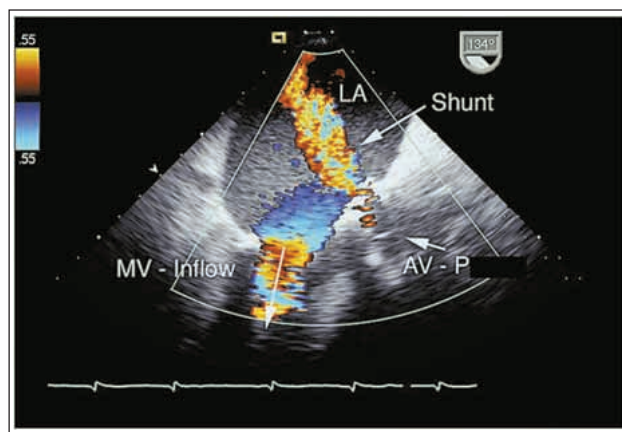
TEE (lange Achse durch die Aortenklappe/Farbdoppler): Auch während der Diastole (Zeitgleich mit dem Mitralklappeneinstrom = MV-Inflow) ist ein Shunt erkennbar (LA = linker Vorhof, AV-P = Aortenklappenprothese).
